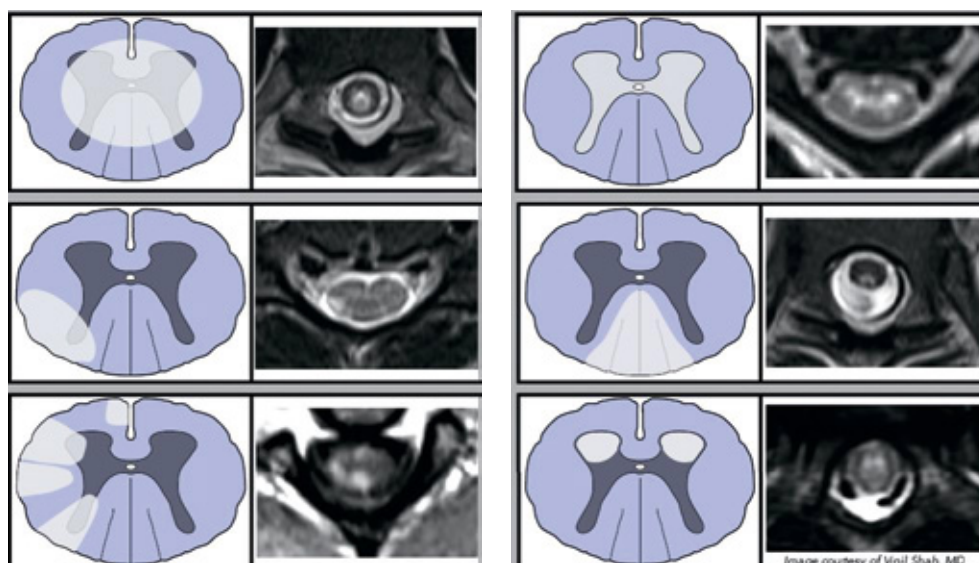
Паттерны поражения поперечника спинного мозга на аксиальных МРТ-изображениях: 1) центральный (поперечный), 2) периферический, 3) центристемитальный, 4) задне-столбовой, 5) избирательное поражение серого вещества, 6) передне-роговой [22]
